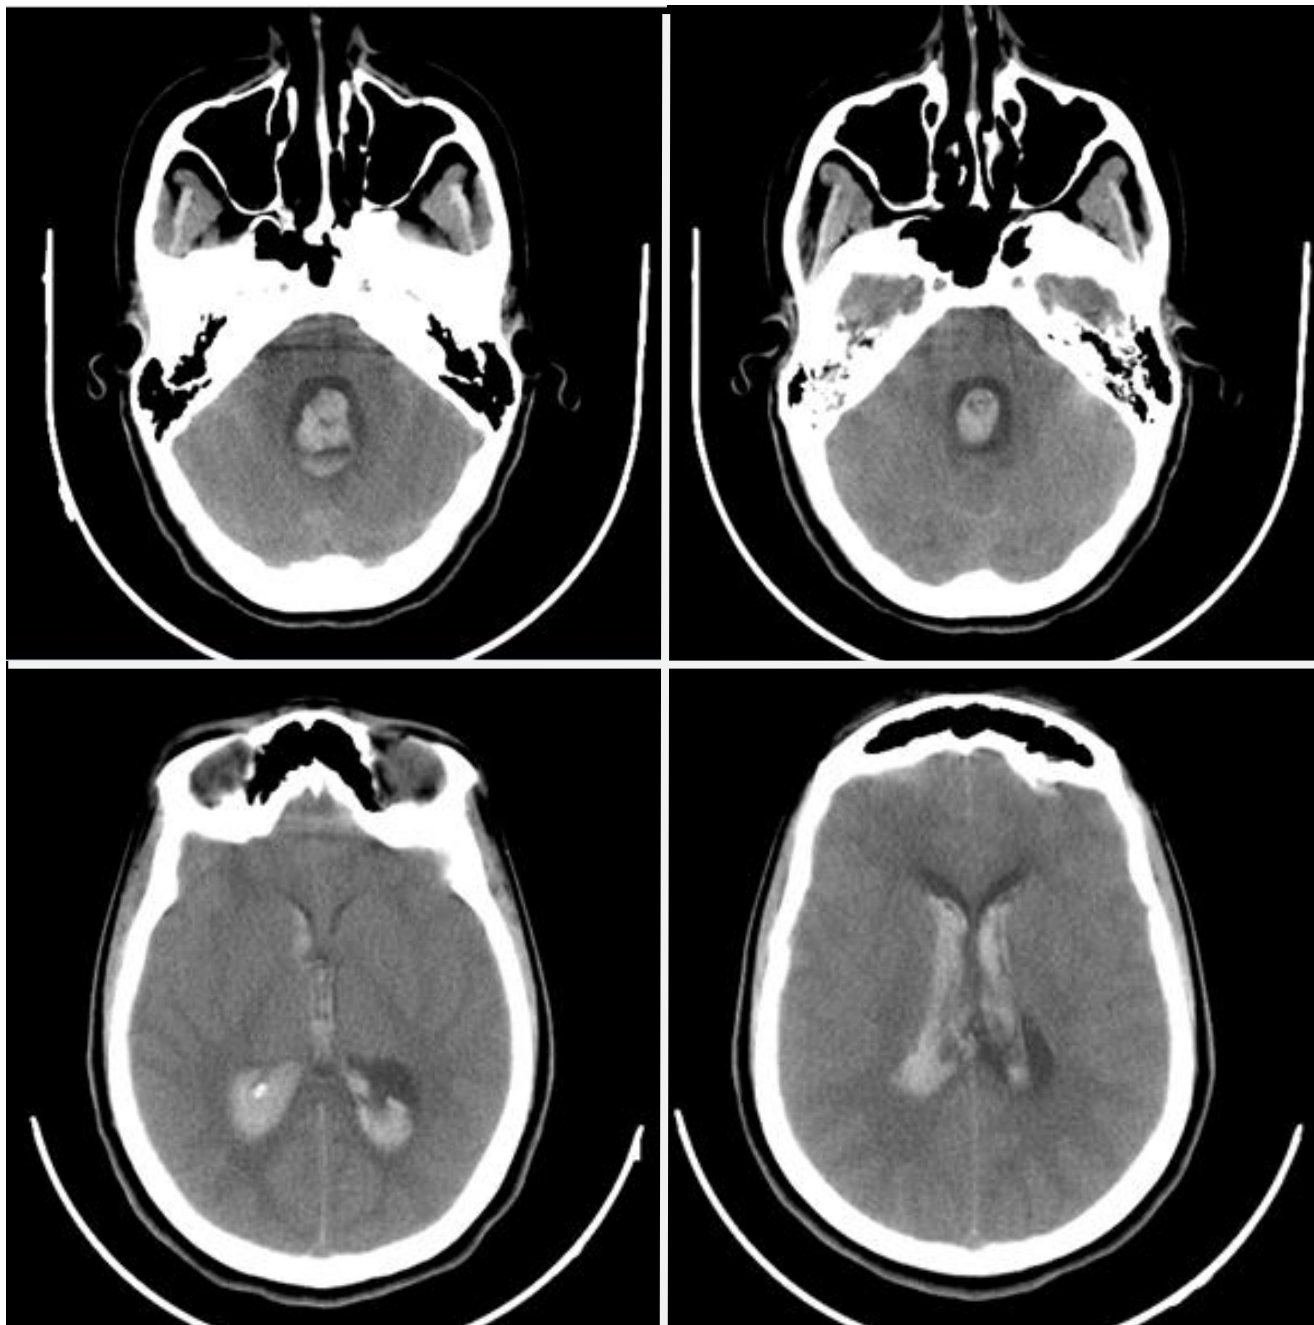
TDM cérébrale initiale, faite en coupes axiales sans contraste, montrant une hémorragie quadri-ventriculaire massive.
